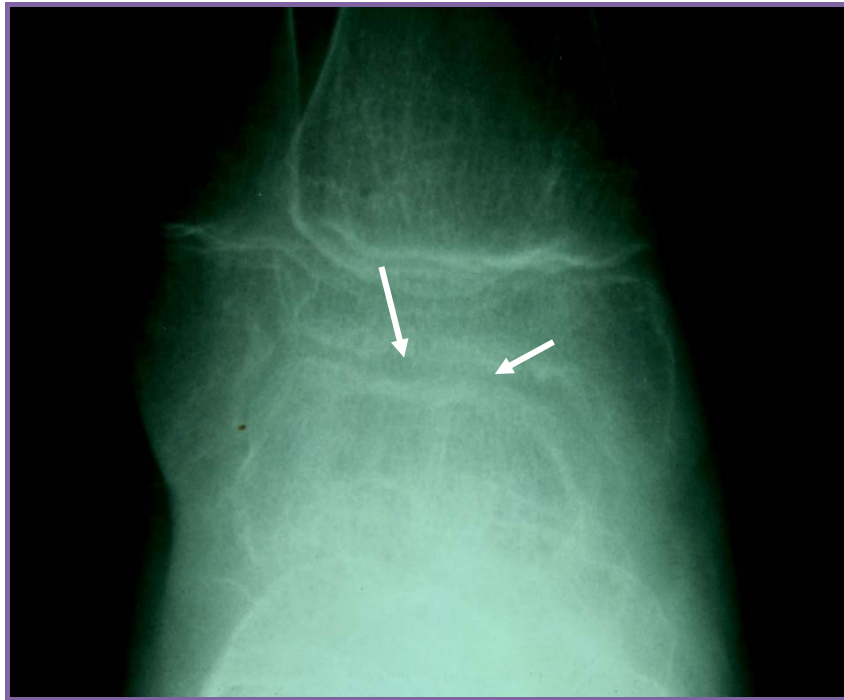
Radiographie de la cheville droite de face
